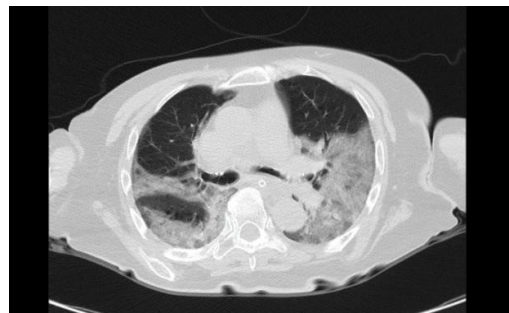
Corte axial de tomografía de tórax sin contraste mostrando patrón en vidrio esmerilado y áreas de consolidación tardía. CORADS 5
